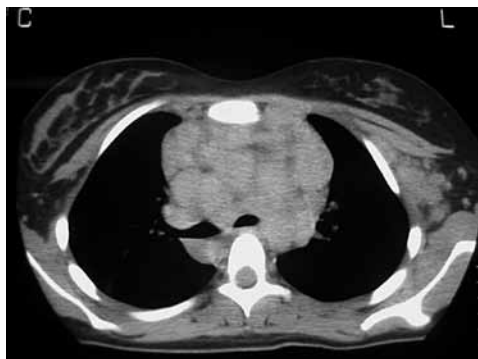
Θυμική υπερπλασία παιδιού 6 ετών σε CT μετά ενδοφλέβια χορήγηση σκιαγραφικού.
